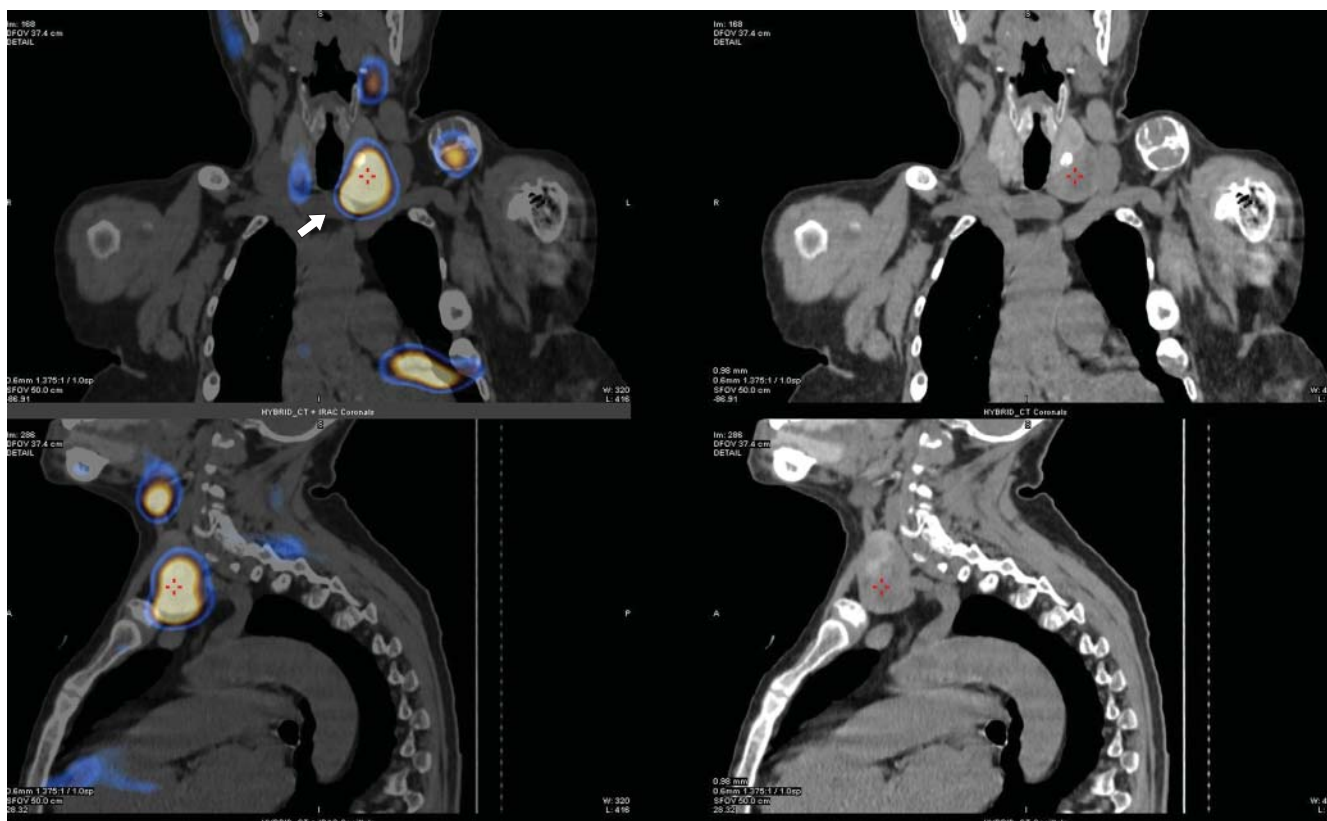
Результаты ОФЭКТ/КТ у пациента с атипической аденомой ОЩЖ.
